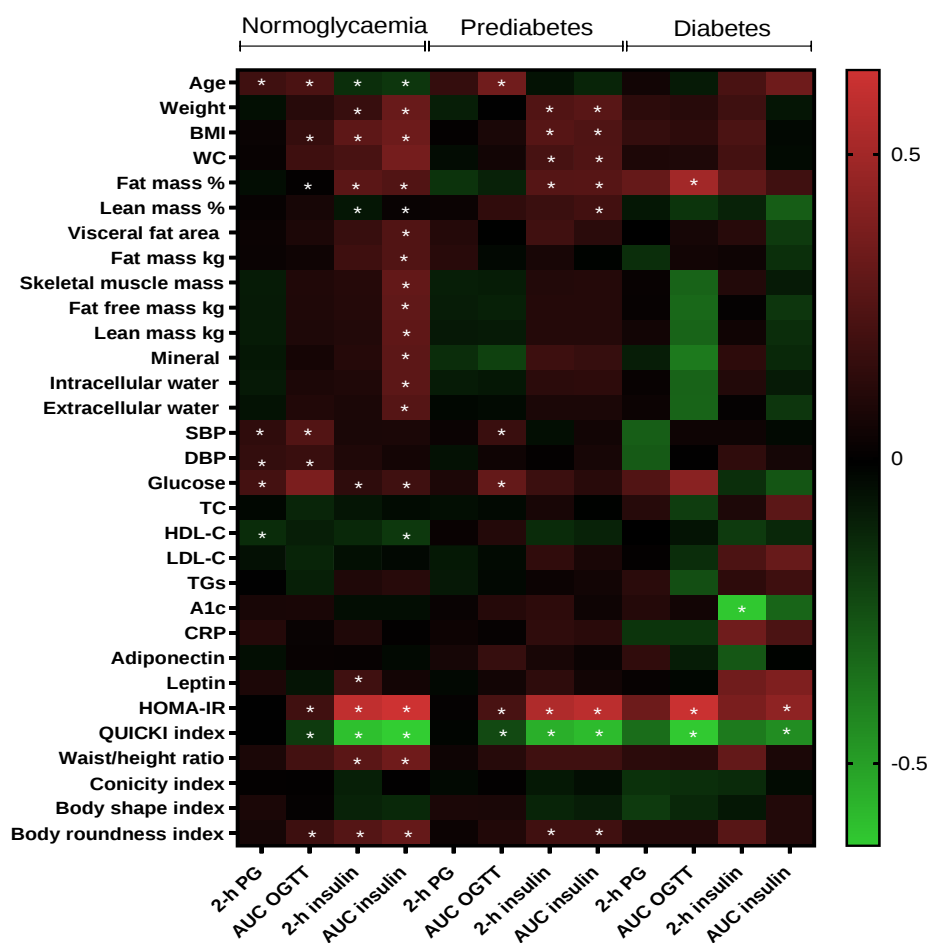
El análisis del coeficiente de correlación de Spearman entre los tres diferentes estados glucémicos y los parámetros clínicos, antropométricos, bioquímicos y hormonales se presenta como un mapa de calor. IMC, índice de masa corporal; WC, circunferencia de cintura; SBP: presión arterial sistólica; DBP, presión arterial diastólica; TC: colesterol total; TG, triglicéridos; HDL-C, colesterol HDL; LDL-C, colesterol LDL; A1c, hemoglobina glucosilada; CRP, proteína C reactiva; OGTT, prueba de tolerancia oral a la glucosa; área bajo la curva, área bajo la curva. Significancia estadística $p < 0.05$.
